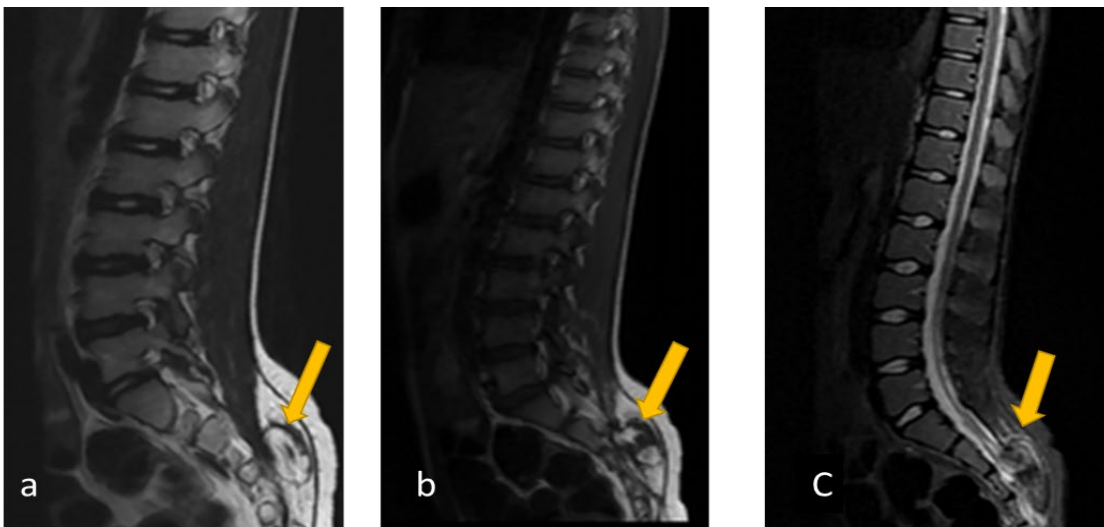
IRM médullaire objectivant une masse graisseuse en hypersignal T2 (a et d), hypersignal T1 (b), s'effaçant après saturation de la graisse qui se continue avec le canal spinal.
